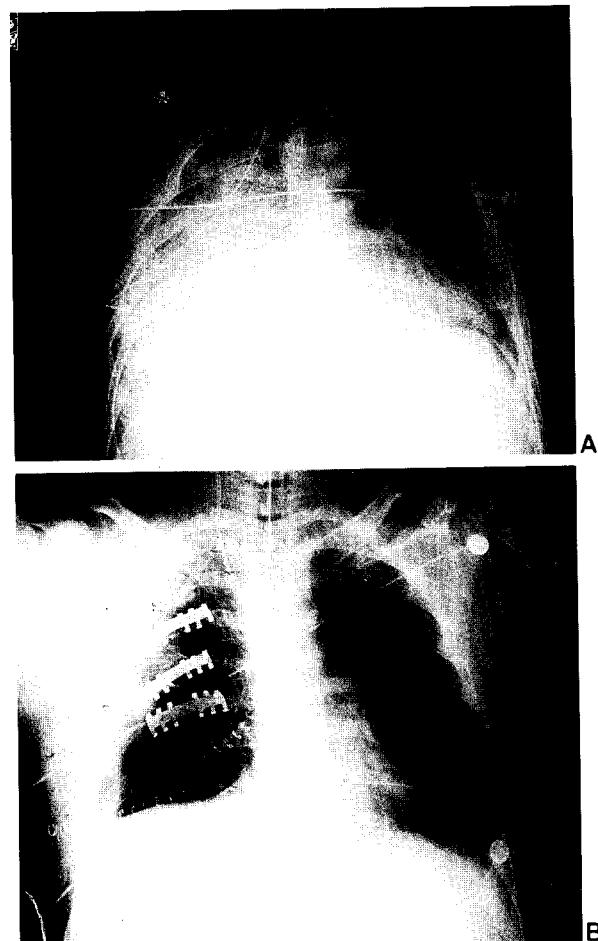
Chest x-ray finding of flail chest(A) and Judet-Strut fixation of fractured ribs(B)
